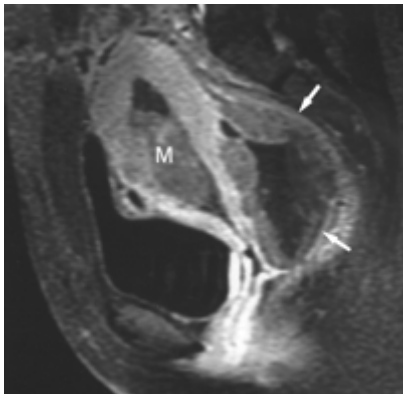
Coupe sagittale d'IRM en T1. Masse péritonéale nécrosée non réhaussée au centre par le PDC (flèches). M= Masse endométriale (carcinosarcome)
